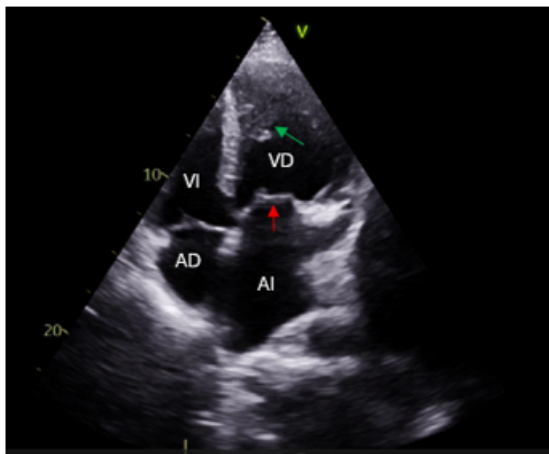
Ecocardiograma transtorácico vista 4 cámaras. Válvula tricúspide (flecha roja), con inserción en septum interventricular y desplazada al ápex respecto a válvula mitral. Ventriculo derecho (VD) con trabeculaciones y banda moderadora (flecha verde). AD, aurícula derecha; AI, aurícula izquierda; VI, ventriculo izquierdo
